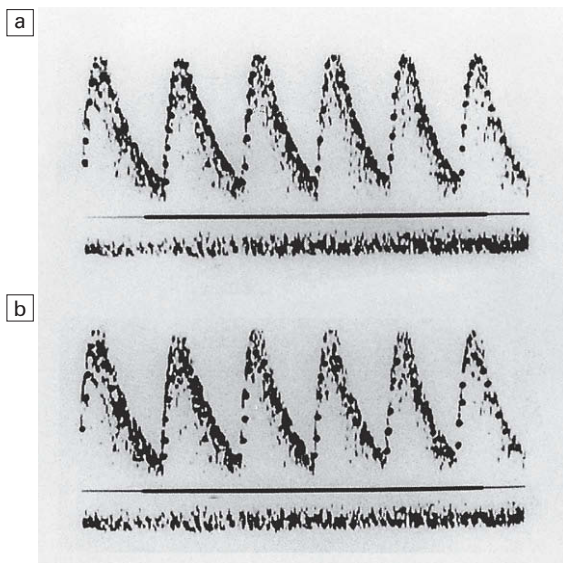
a) Trazado de máxima velocidad en un sonograma. b) Velocidad media en un sonograma.
